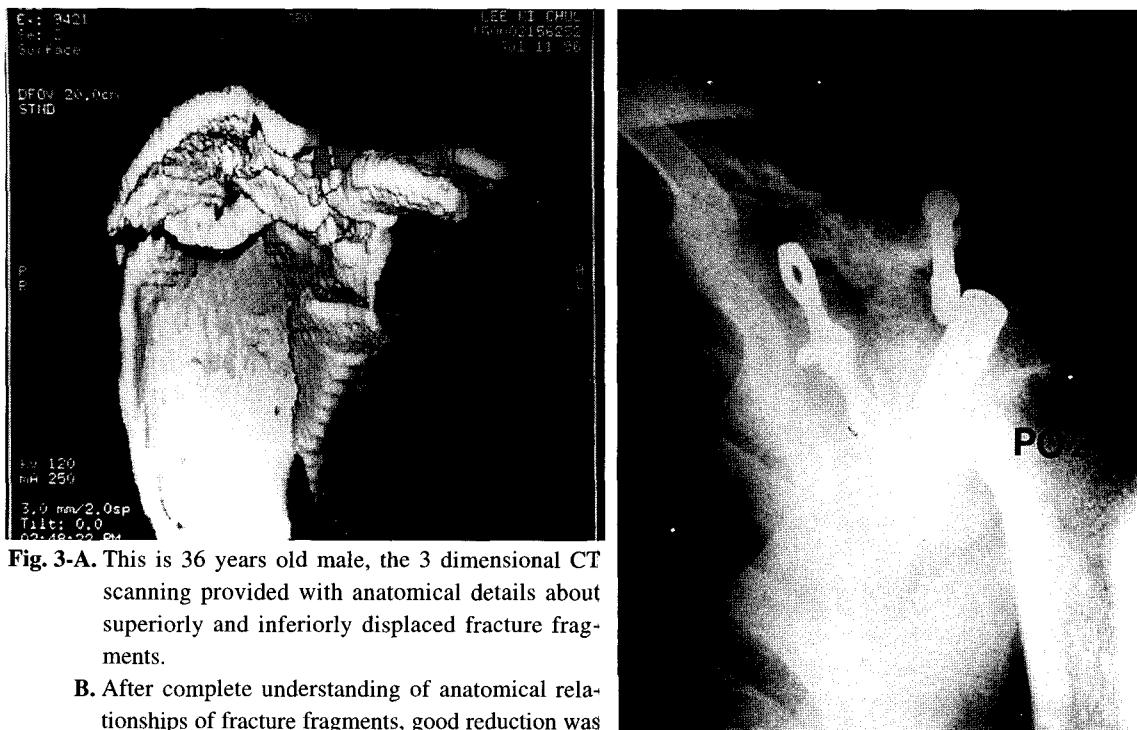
This is 36 years old male, the 3 dimensional CT scanning provided with anatomical details about superiorly and inferiorly displaced fracture fragments.
